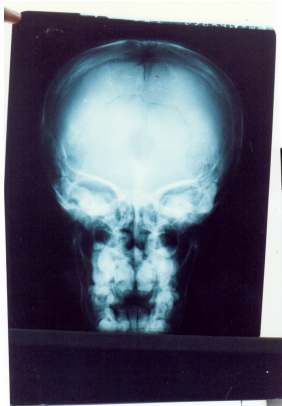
Radiografía de cráneo con fontanela anterior abierta.
